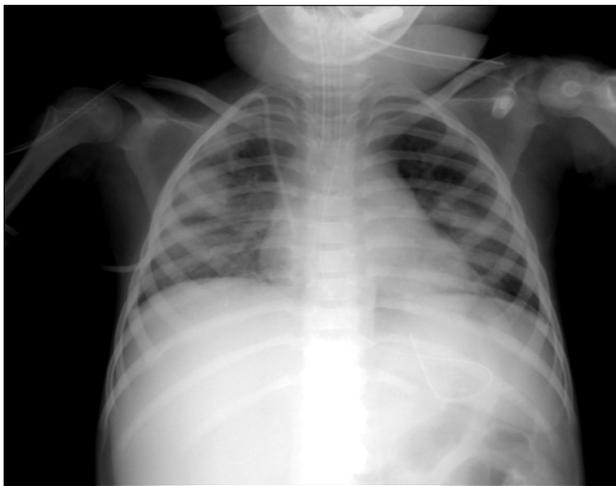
The scattered patchy consolidation in both peripheral area was shown at chest radiograph before high dose oseltamivir treatment, when diagnosed with influenza A by PCR (H1N1).
